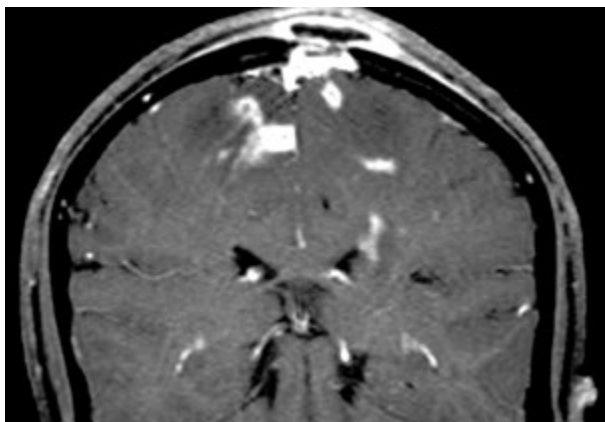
Туберкульозне ураження тім'яної кістки із залученням м'яких тканин і мозкової оболонки (КТ, фото з електронного ресурсу <https://radiopaedia.org/cases/tuberculous-skull-osteomyelitis-with-cerebral-granulomas-1>)
